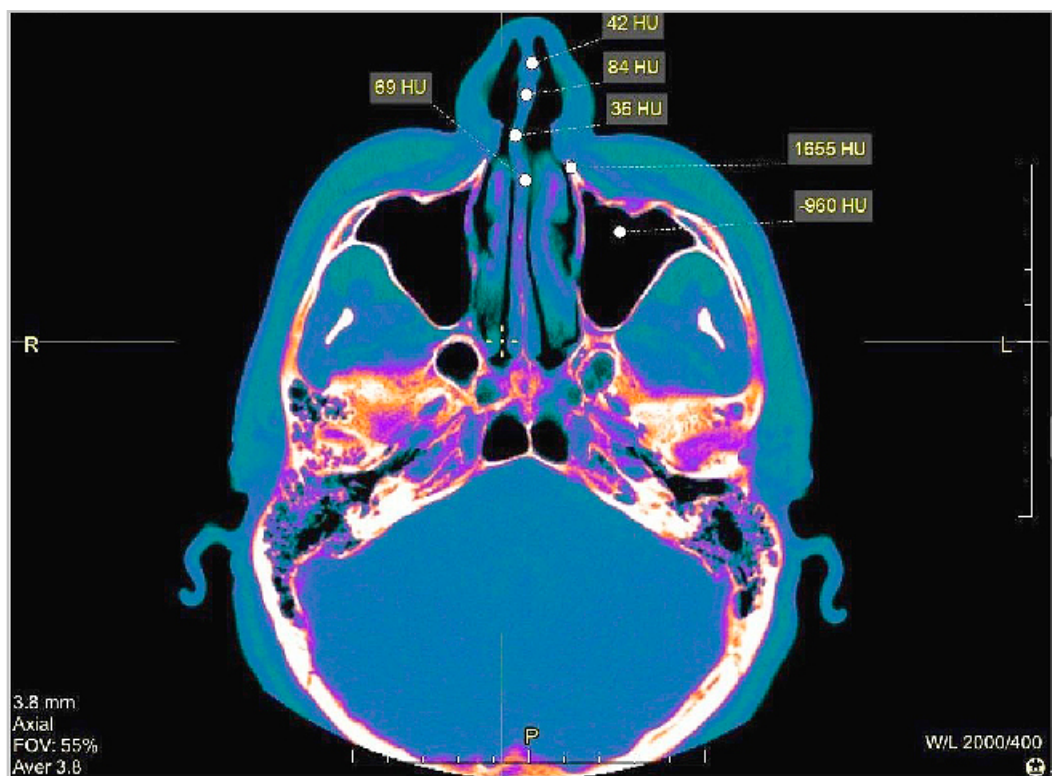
МСКТ околоносовых пазух в костном режиме Sinus / Dental, аксиальная плоскость. Околоносовые пазухи воздушны, слизистая оболочка не изменена; S-образная деформация перегородки носа, плотность перегородки носа составляет от 36 до 84 ед. HU
